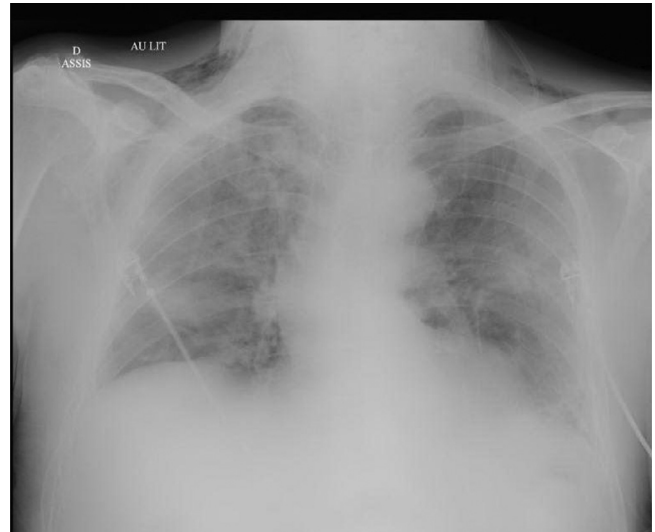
Radiographie thoracique réalisée au lit. Persistance d'opacités alvéolo-interstitielles bilatérales et d'un emphysème sous-cutané cervical, mais régression radiographique du pneumomédiastin.
